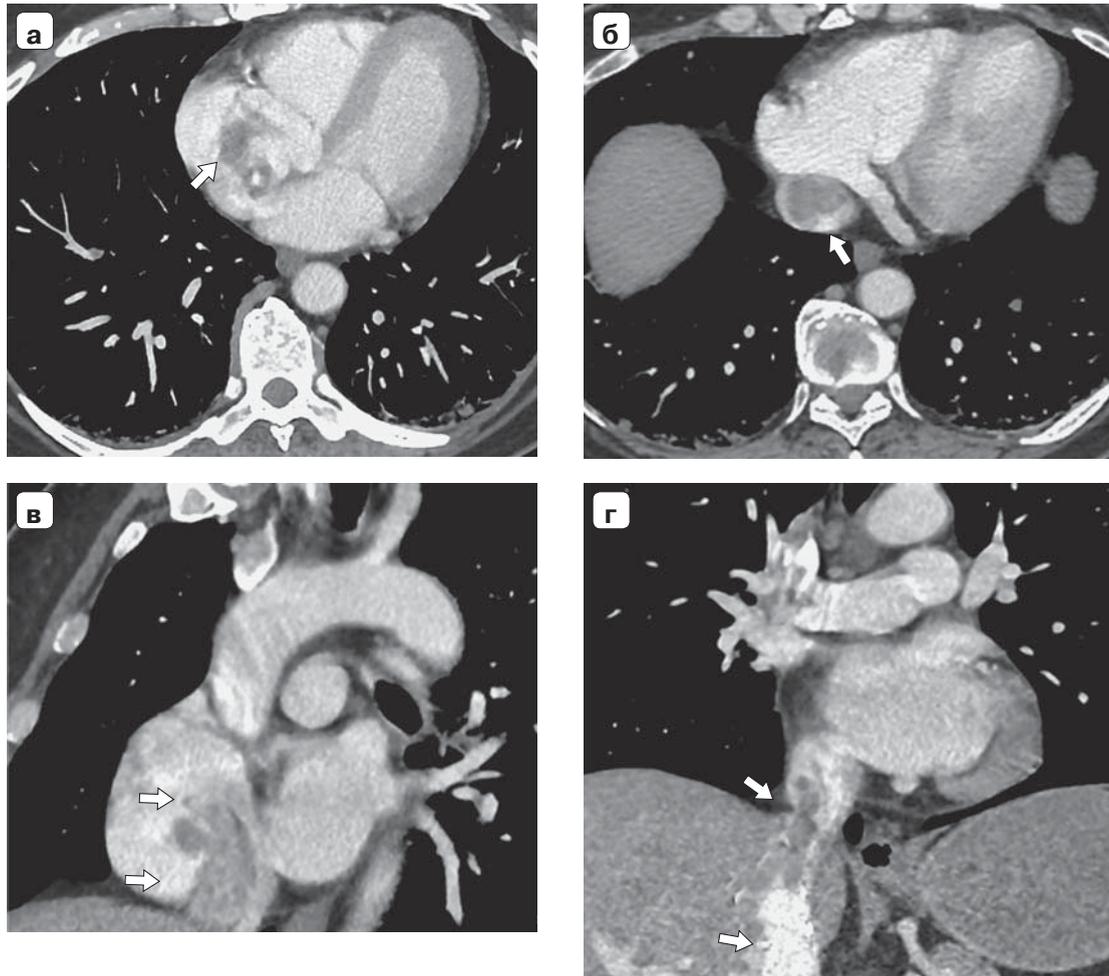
МСКТ-изображения органов грудной клетки с контрастным усилением, венозная фаза. а, б – последовательные аксиальные срезы; в – косая реконструкция; г – коронарная реконструкция. В нижней полой вене определяется вытянутой формы дефект контрастирования, обусловленный опухолевым тромбом, распространяющийся в правое предсердие (стрелки). Признаков инвазии в стенки сердца опухолевых масс нет.
